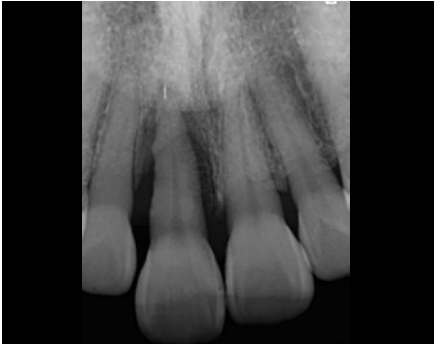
初診時のデンタルX線像。11に歯根破折が認められる。
